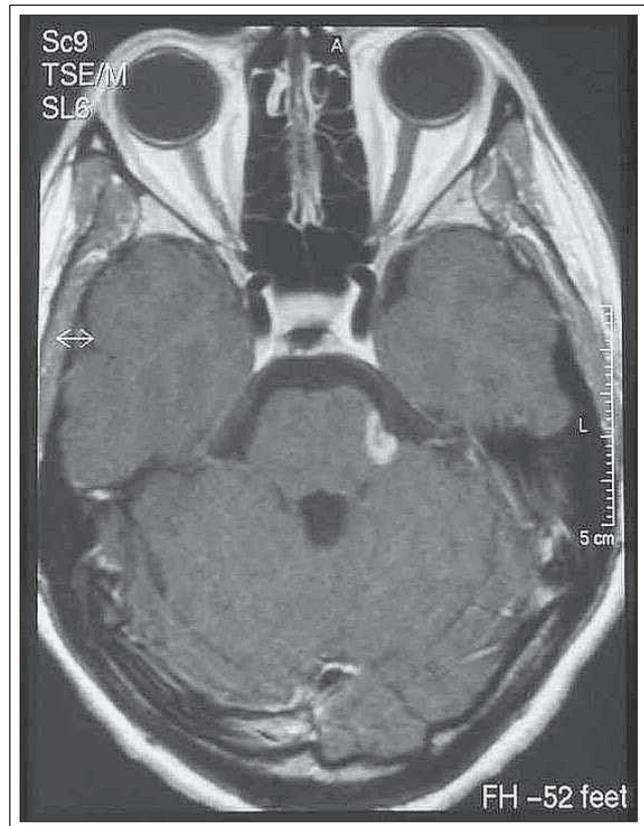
MRT mit enzephalitischer Plaque in der Eintrittsstelle des Nervus trigeminus links.
